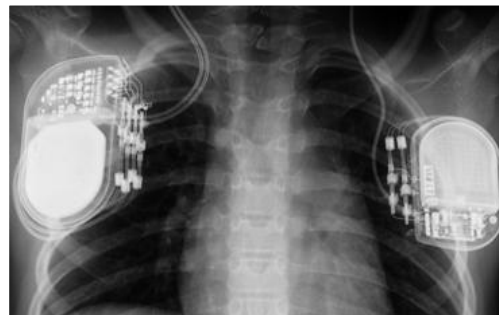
Radiographie présentant l'implantation des stimulateurs.
